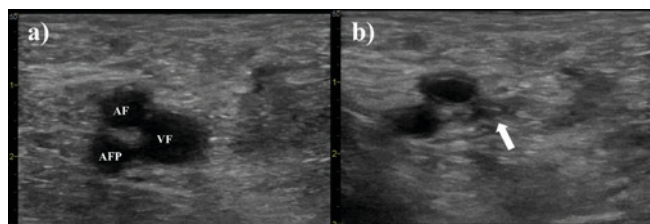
Triplexní ultrasonografie v. femoralis.
